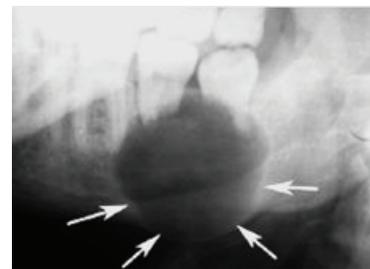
Обзорная рентгенограмма больного с амелобластомой нижней челюсти. В кистозной полости находится дистопированный зуб (указан стрелкой)
